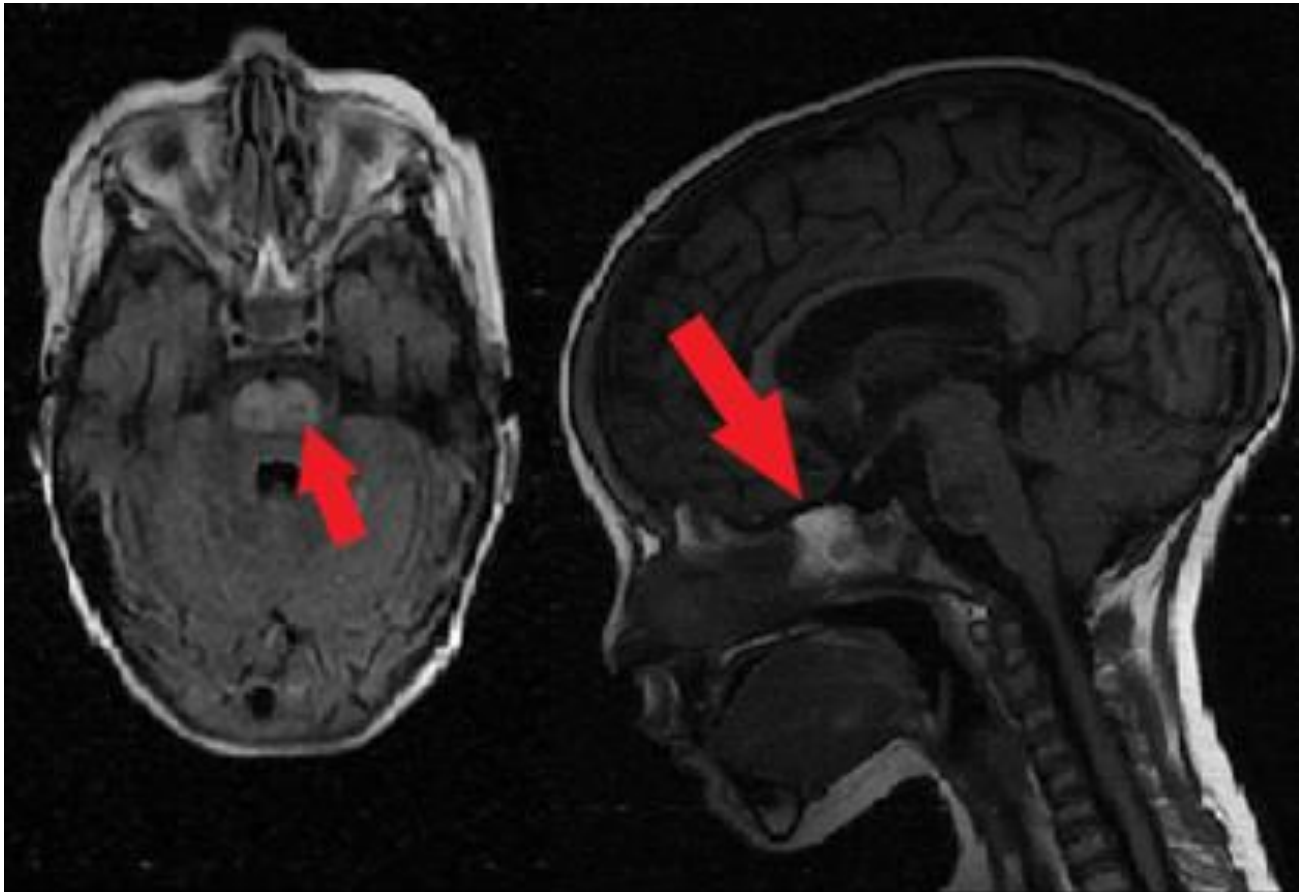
IRM cérébrale montrant une plaque centropontine (flèche) en hyposignal (coupe axiale) et hypersignal (coupe sagittale)
